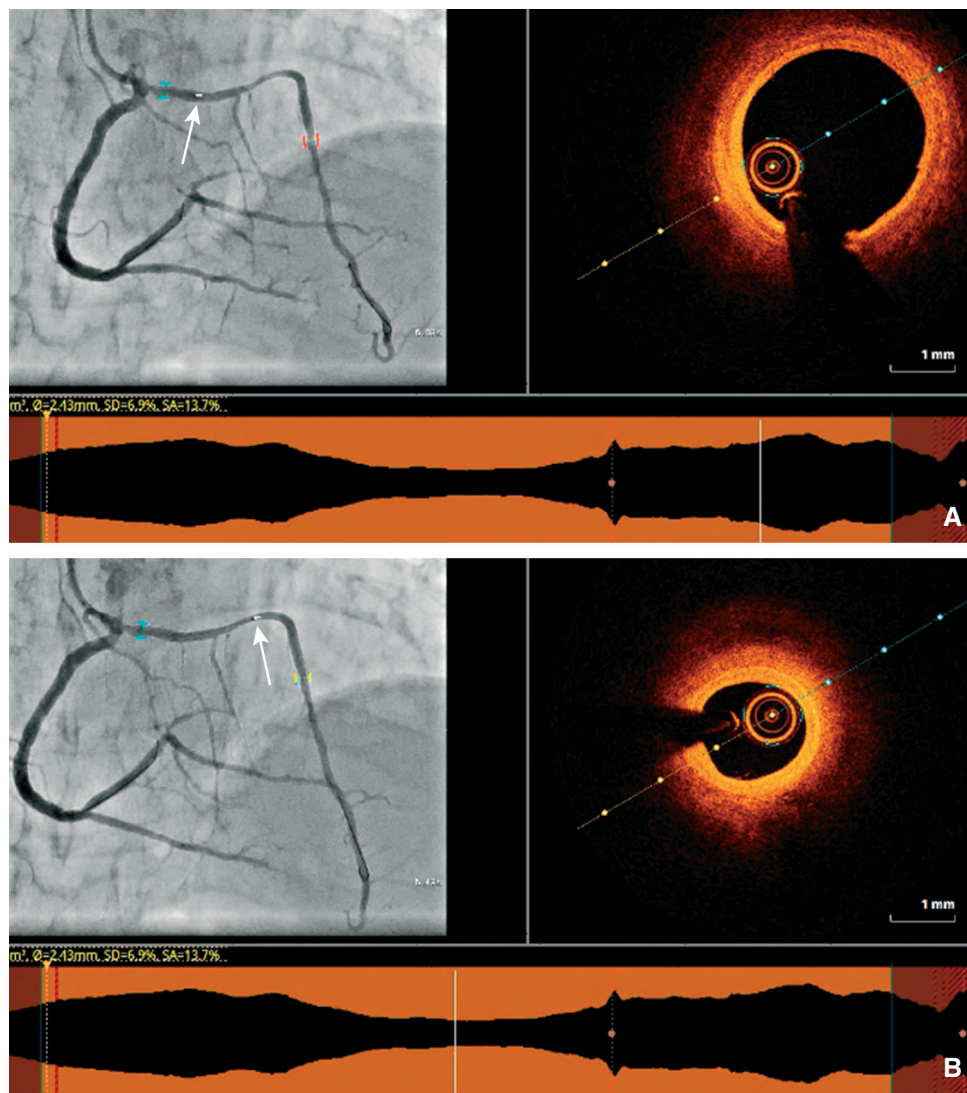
Images angiographiques et tomographiques par cohérence optique d'un tronc commun connecté dans l'artère coronaire droite avec un trajet rétropulmonaire.
